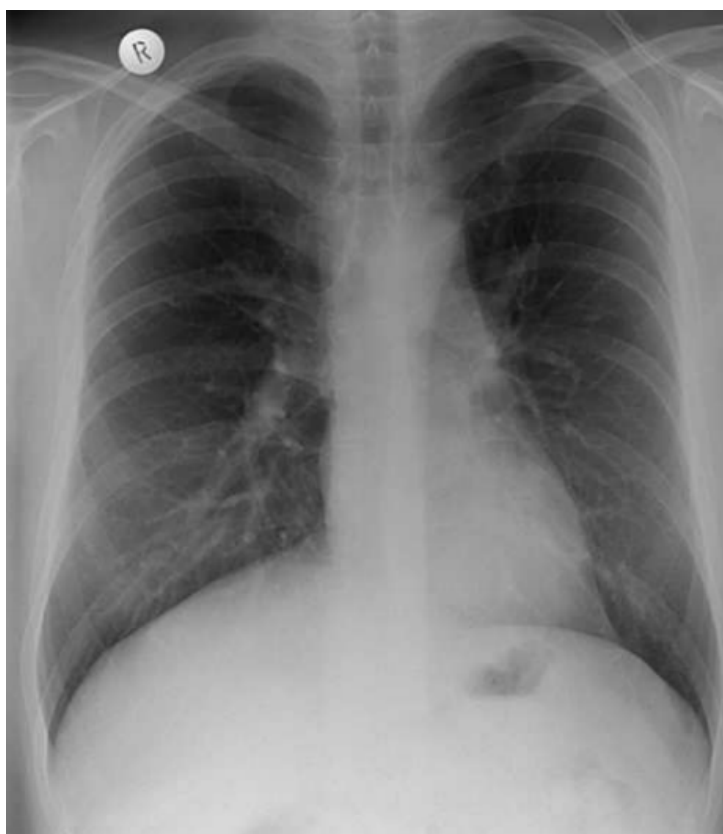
Radiographie de face d'un patient avec un pectus carinatum
